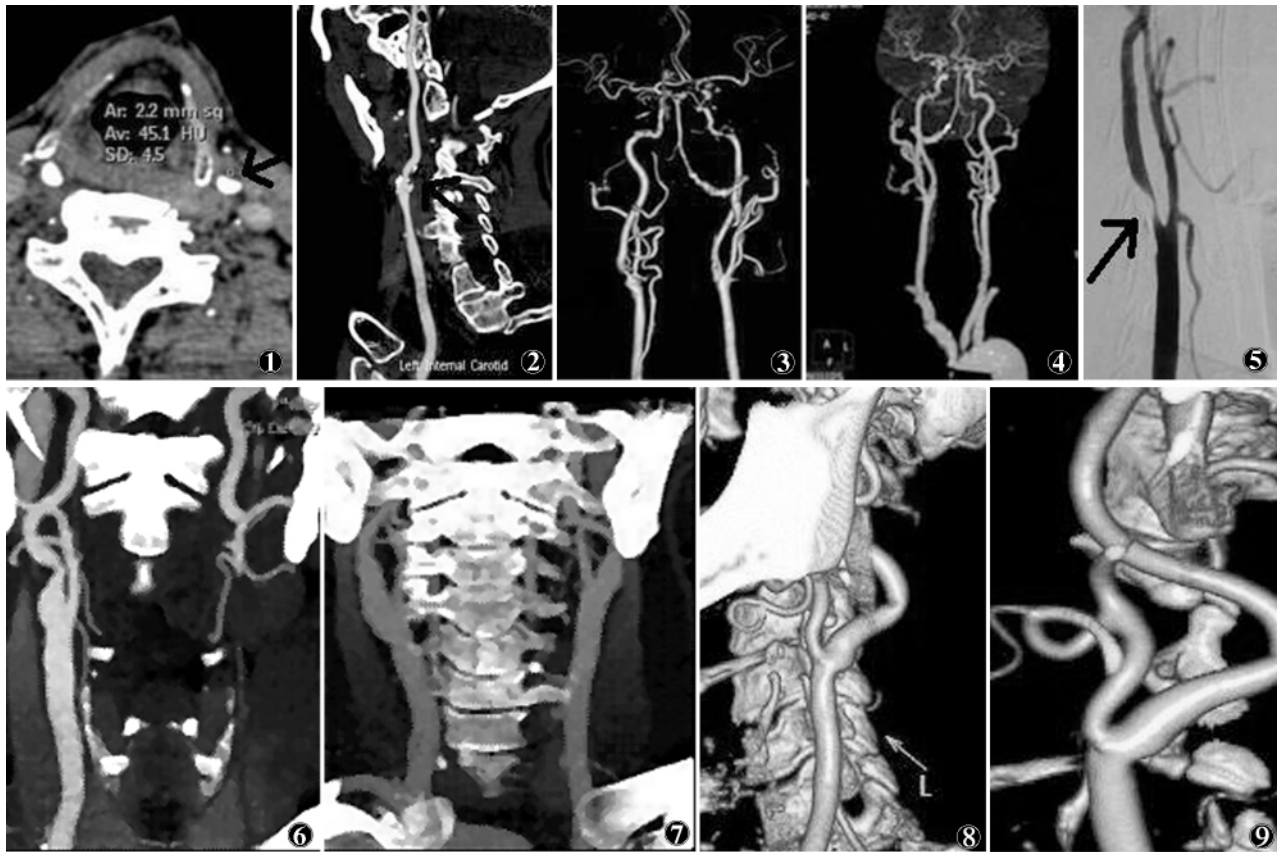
~5 CT 不同后处理技术及 DSA 对颈部狭窄血管的显示 图 1 轴位图像显示低密度软斑块、管腔狭窄 图 2~4 MPR、VR、MIP 可以整体观察颈部血管的狭窄 图 5 DSA 可以准确判断颈动脉狭窄,但不能显示斑块性质 图 6~9 2 组颈动脉内膜剥脱术前后对比,可以清晰地观察到血管的改善情况
